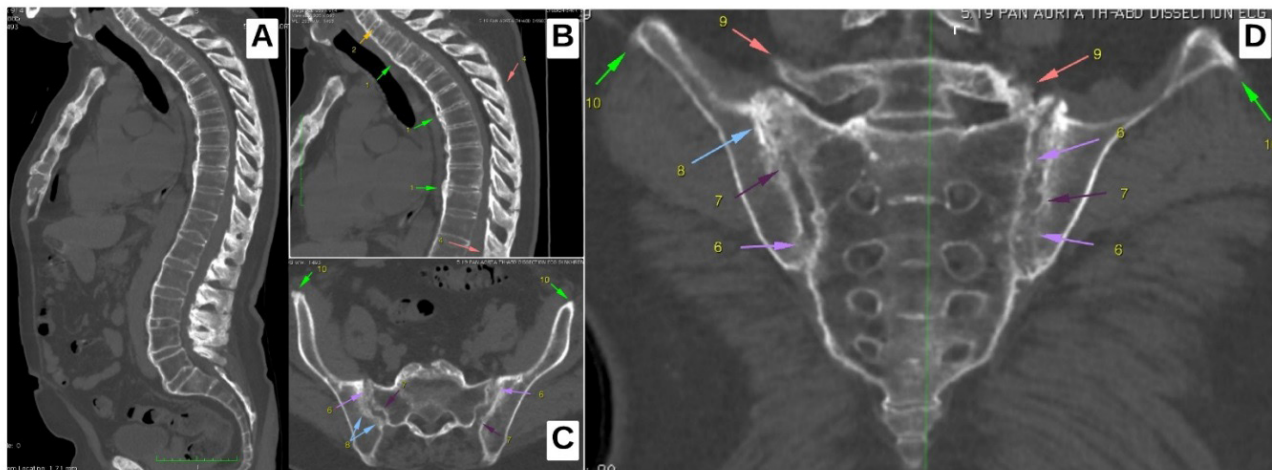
Мультиспиральная компьютерная томография позвоночника (А, В) и сакроилеальных сочленений (С, D) пациента Н.
